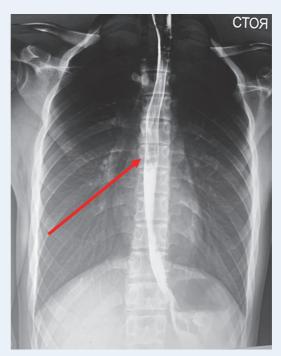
Рентгеноконтрастное исследование пищевода № 2. Стрелкой показан «карман» пищевода с небольшим затеком контраста
